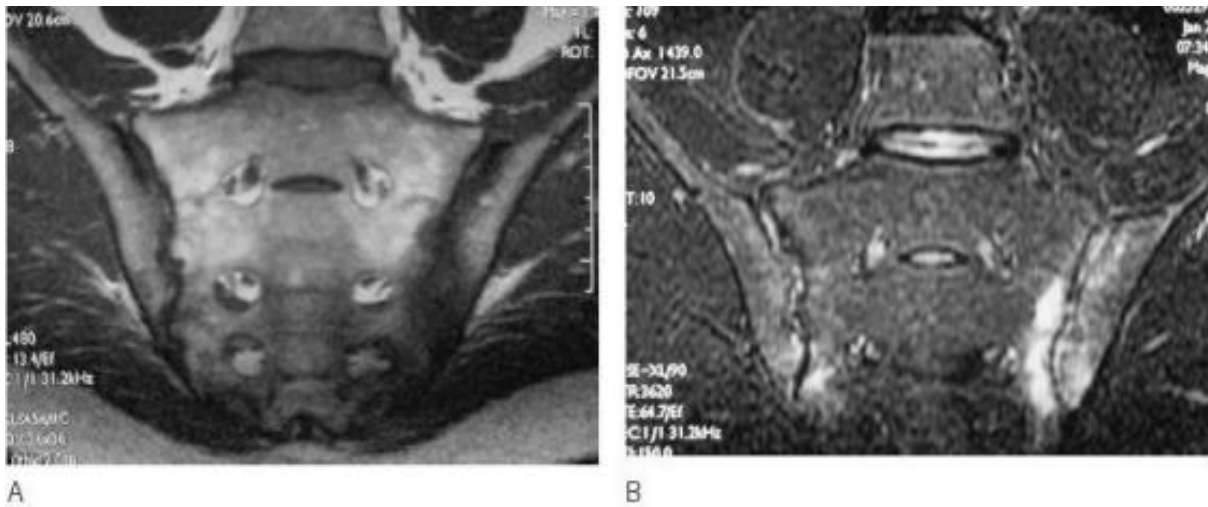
IRM des sacro-iliaque[103].
